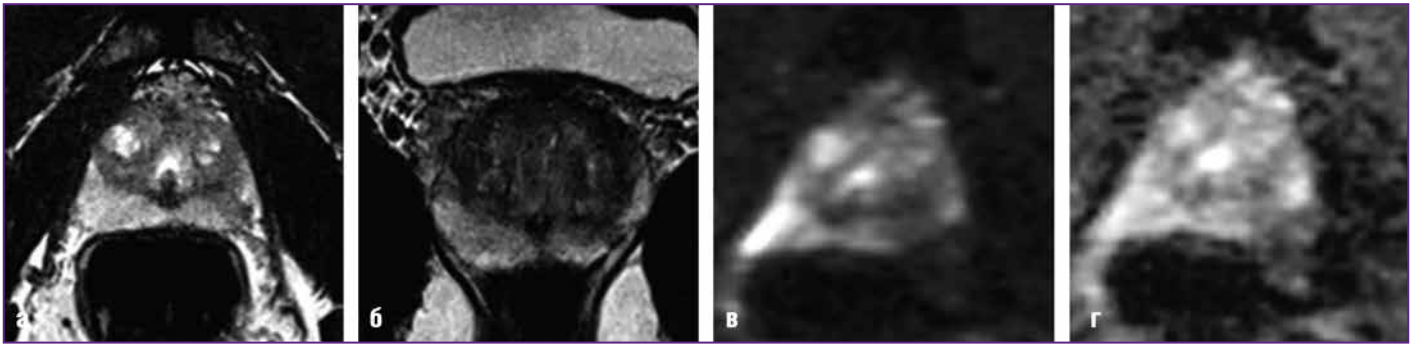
T2 в аксиальной (а) и корональной (б) проекциях, DWI b1000 (в) и ADC (г)
